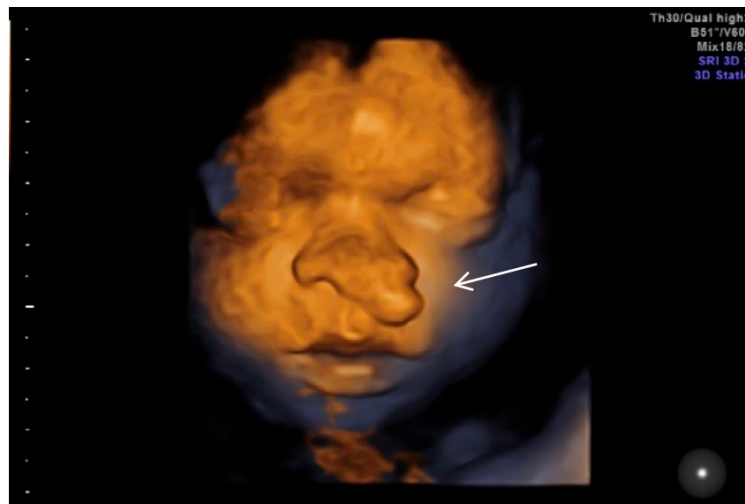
Ecografía prenatal 3D que muestra el pólipo nasal (flecha). Tomado de (Hassan et al., 2021)
